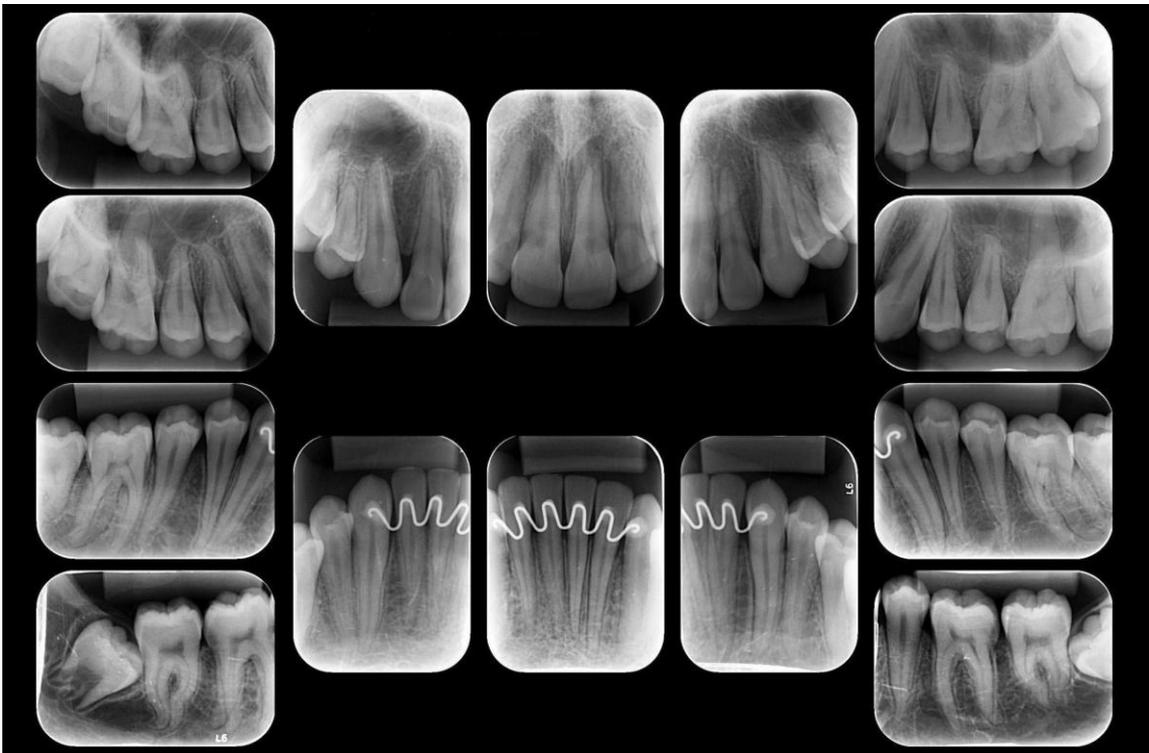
Radiografias periapicais finais.
